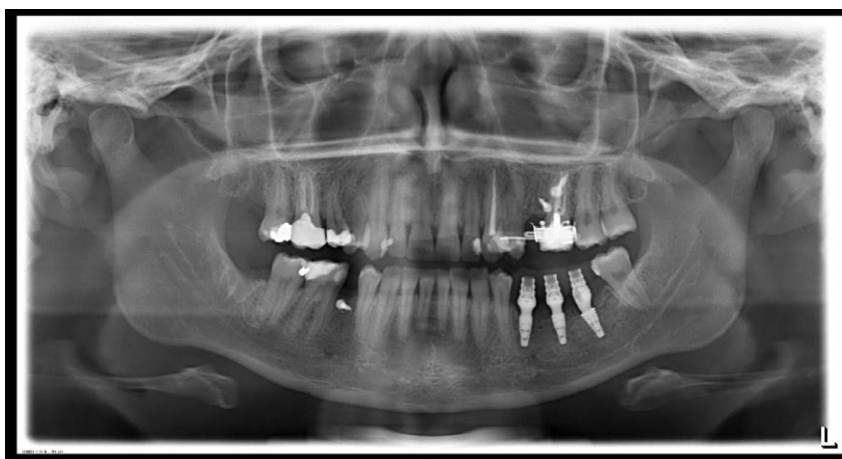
Radiografia panorâmica após a instalação dos três implantes e provisórios no arco inferior, lado esquerdo.
